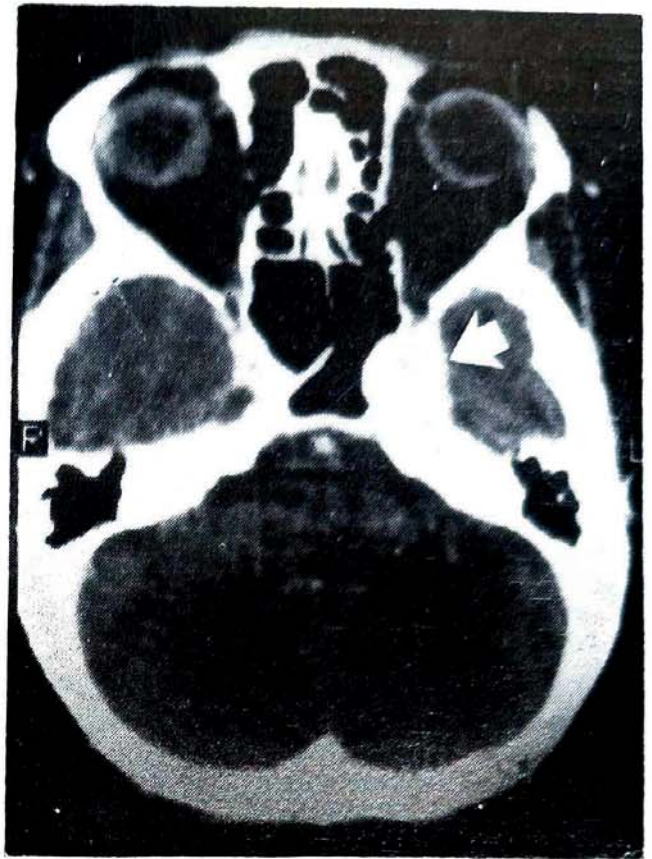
Caso 1 — Tomografia computadorizada com contraste. Observa-se massa hiper-captante ocupando a região do seio cavernoso do lado esquerdo (seta). Comparar com o lado direito normal.
